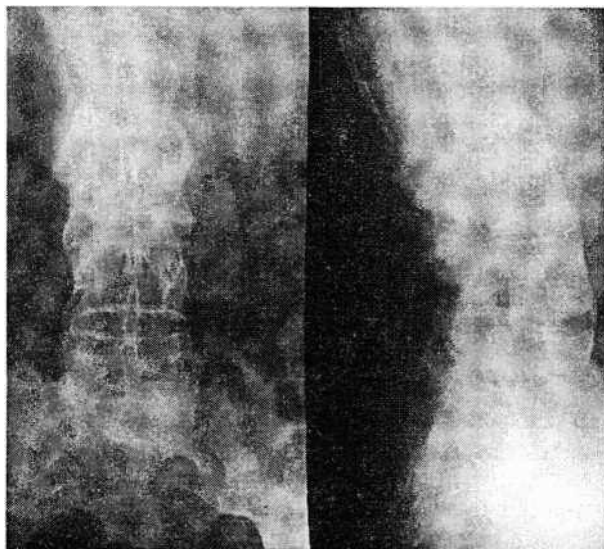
Рентгенограммы больного с болезнью Бехтерева
